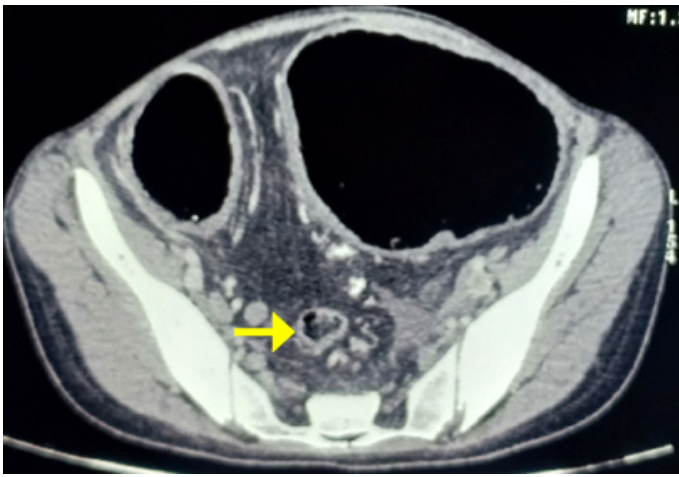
La TDM abdominale montrait la présence au niveau de la jonction recto-sigmoïdienne d'un rétrécissement très serré responsable d'une importante distension colique.
